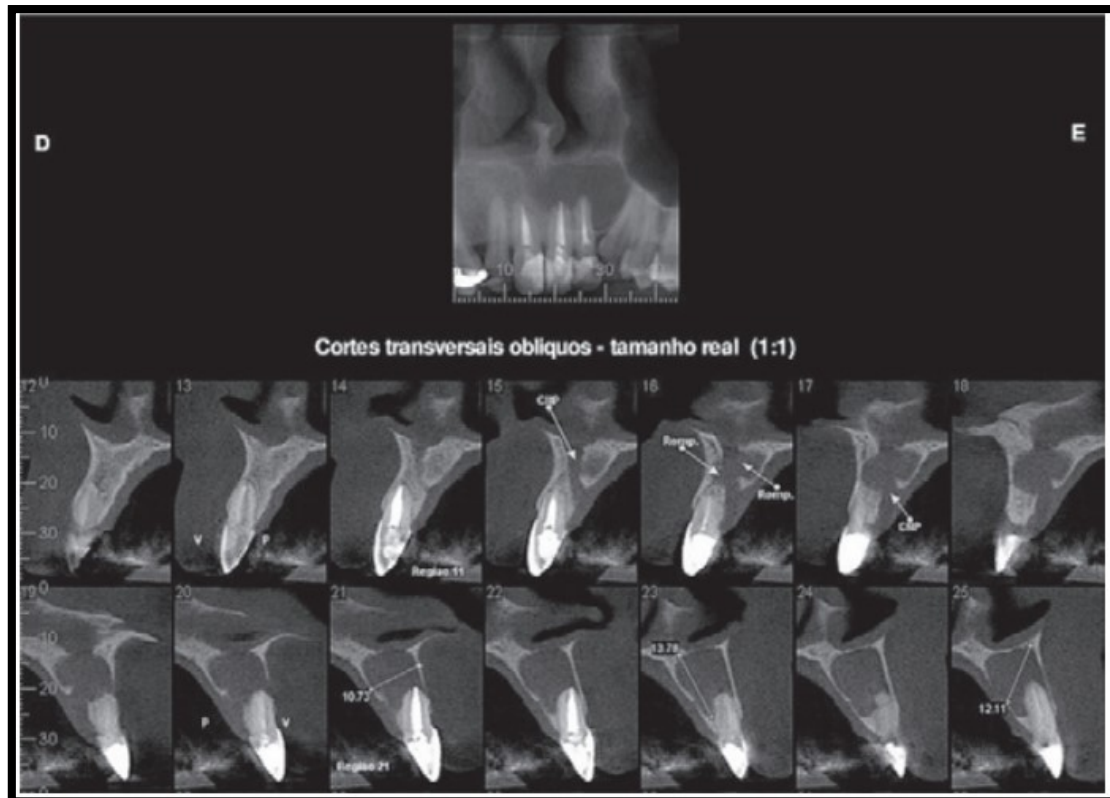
Tomografia computadorizada cone bean, com cortes transversais oblíquos. Adaptado de: D'Addazio, Assis, Campos, Bastos & Lopes, 2010.
